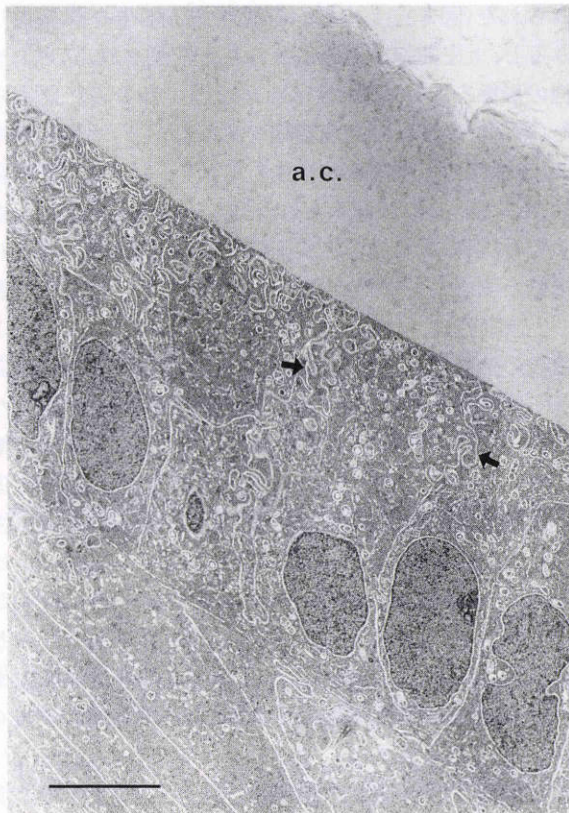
超音波乳化吸引術2週間後,前囊(a.c.)側の電子顕微鏡像。
